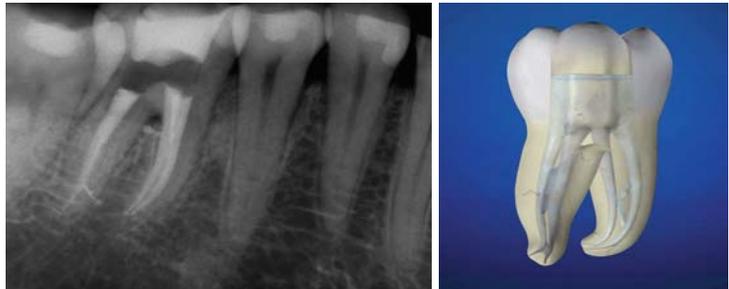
Das postoperative Röntgenbild eines unteren ersten Molaren zeigt, wie wichtig die Aufbereitung der Wurzelkanäle und die Reinigung der Kanalsysteme für eine optimale Füllung sind. – Abb. 2: Gut aufbereitete Kanäle begünstigen die aktive Reinigung aller Bereiche des Kanalsystems durch die Spüllösung.
